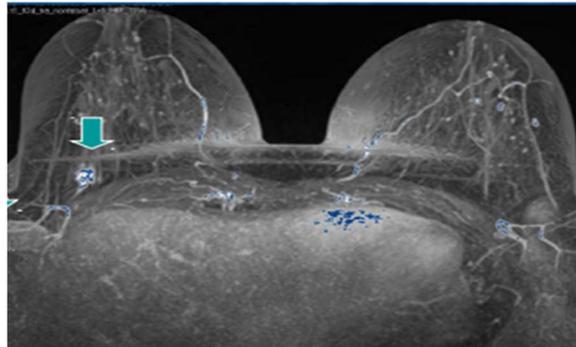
RMN con gadolinio, que muestra nódulo captante con profundidad de MD, (flecha recta) BIRADS 5 y adenopatía axilar patológica conocida (flecha curva)
